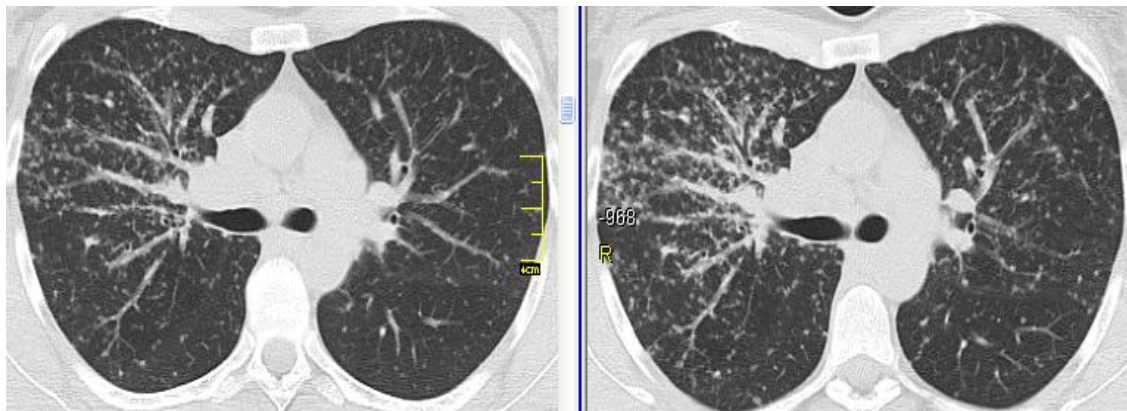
КТ хворої О. (ліворуч – вихідні дані, праворуч – через 3 міс. спостереження): прогресування саркоїдозу – збільшення вузликової дисемінації в обох легенях
